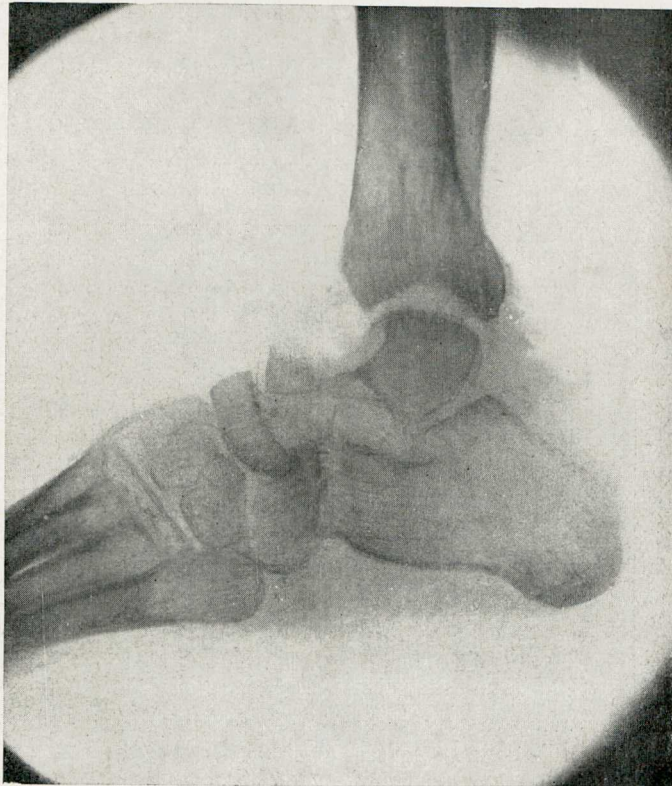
Reg. 16.611 — A radiografia do pé enfermo evidencia acentuada rarefação dos ossos d'êste segmento.
